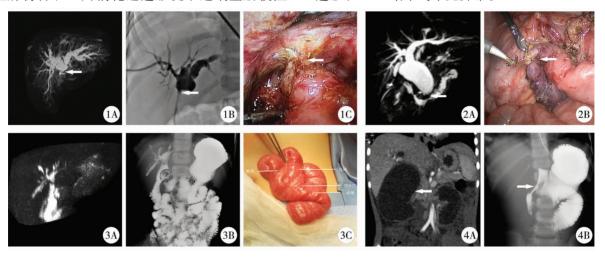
病例 1 术后吻合口狭窄情况 A. 术前 MRCP 提示胆肠吻合口狭窄伴肝内扩张(箭头所示); B. PTC 提示胆肠吻合口狭窄伴肝内扩张(箭头所示); C. 术中见吻合口周围瘢痕形成,吻合口狭窄。 图 2 病例 4 胆支肠袢梗阻情况 A. 术前 MRCP 空肠胆支袢梗阻(箭头所示); B. 术中证实空肠胆支袢梗阻(箭头所示)。 图 3 病例 5 反流性胆管炎情况 A. 术前 MRCP 提示左右肝管及肝内胆管稍有扩张; B. 术前全消化道造影提示胆管反流,钡剂进入肝内胆管; C. 术中见原防反流瓣线结脱落,两肠管未完全并行,未能形成防反流机制。 图 4 病例 6 内疝形成情况 A. 术前上腹部 CT 提示肝门部巨大囊肿(箭头所示); B. 术前消化道造影提示近端空肠梗阻及肿物压迫十二指肠(箭头所示)。
